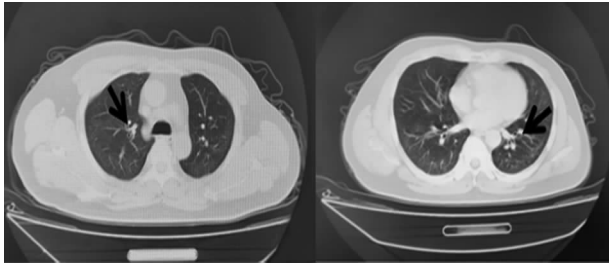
2024 年 1 月 29 日 CT(注:箭头指示为双肺间质性炎症,较前片好转)
